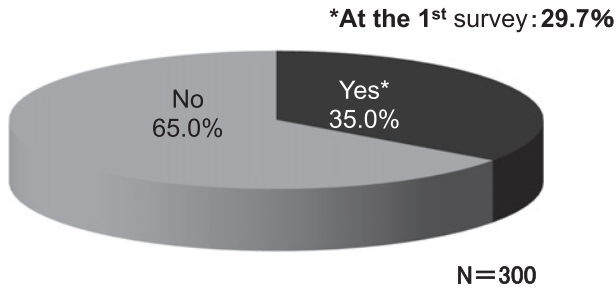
Proportion of chest CT screening performed with low-dose CT.
